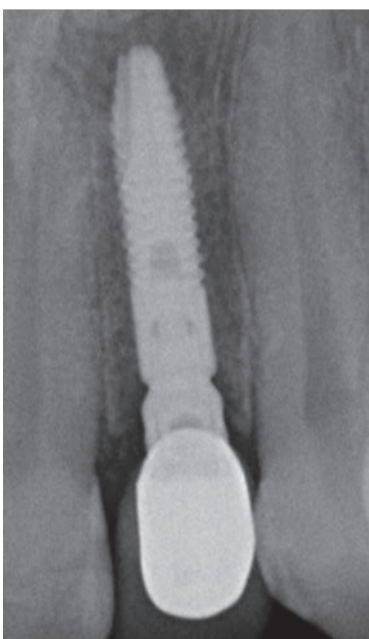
Controllo radiografico a un mese.
